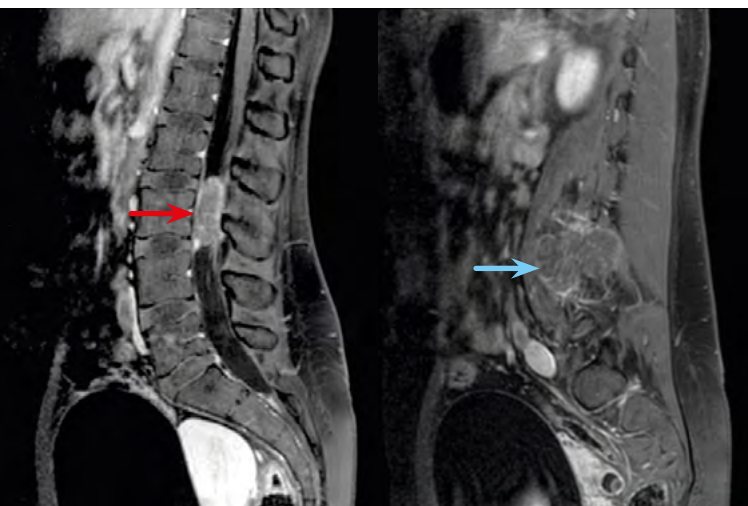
МРТ позвоночника на груднопоясничном уровне. Красная стрелка – опухоль в позвоночном канале, синяя стрелка – экстравертебральный компонент опухоли.
